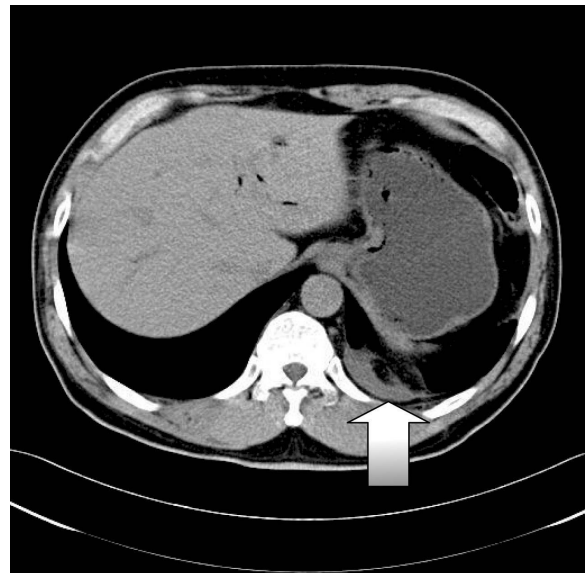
Precontrast CT scan showed a well defined pleural based mass with fat and soft tissue attenuation in left lower posterior hemithorax. This mass contained no calcification.
